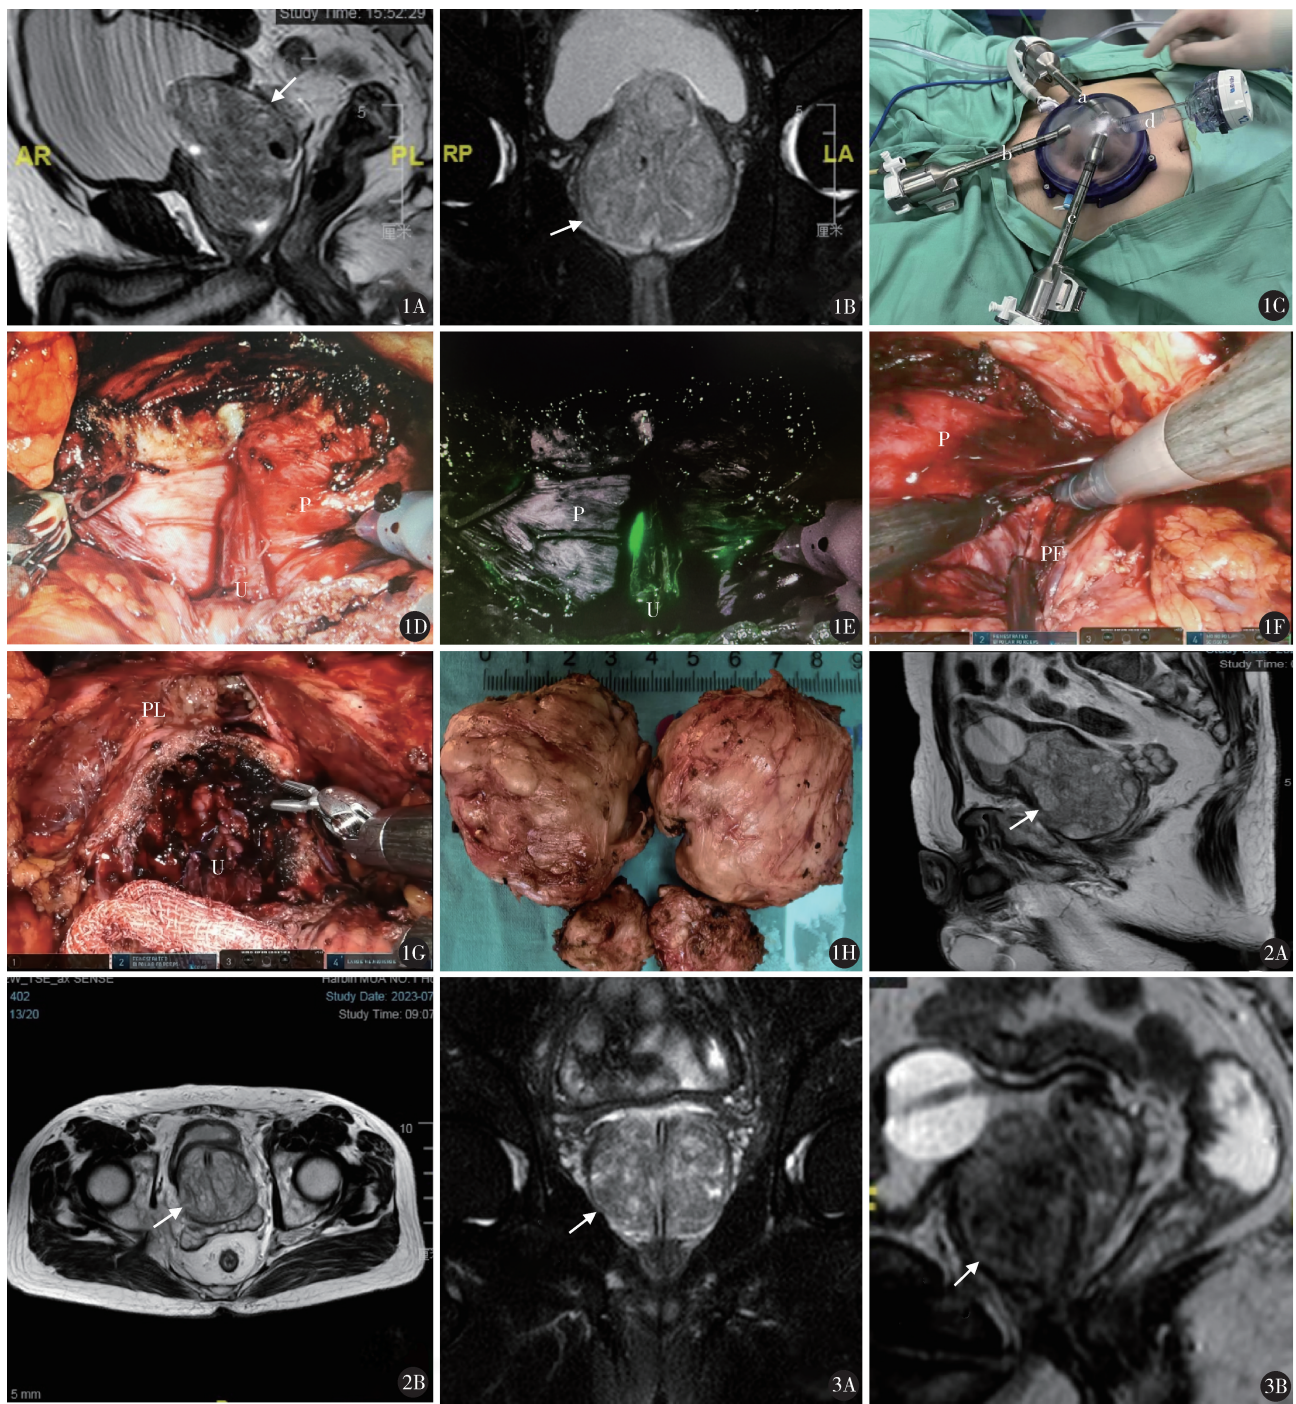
病例 1 A, B. 术前前列腺 MRI 示增生的前列腺腺体压迫尿道, 前列腺中叶突入膀胱内; C. 单孔 trocar[a. 3 号机械臂 (右手臂); b. 镜头孔; c. 1 号机械臂 (左手臂); d. 辅助孔]; D. 游离出尿道 (P. 前列腺腺体; U. 尿道); E. ICG 显影下示踪尿道走行 (P. 前列腺腺体; U. 尿道); F. 在前列腺筋膜内剥离前列腺腺体 (P. 前列腺腺体; PF. 前列腺筋膜); G. 缝合完毕膀胱内通过尿管注水观察是否侧漏 (U. 尿道; PL. 耻骨前列腺韧带); H. 大体标本 图 2 病例 2 A, B. 术前前列腺 MRI 示前列腺增生明显, 凸向膀胱 图 3 病例 4 A, B. 术前前列腺 MRI 示前列腺移行带体积明显增大, 外周带受压
